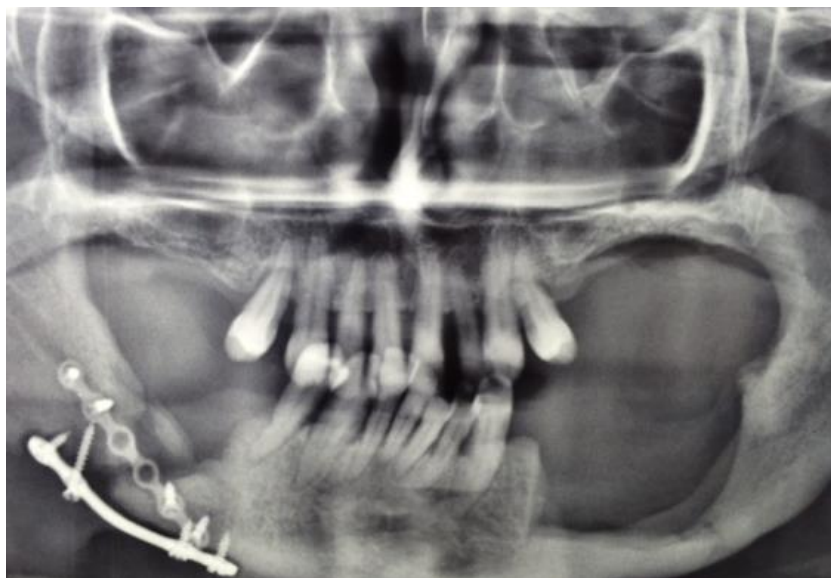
Ortopantomografia di controllo a 2 mesi.
